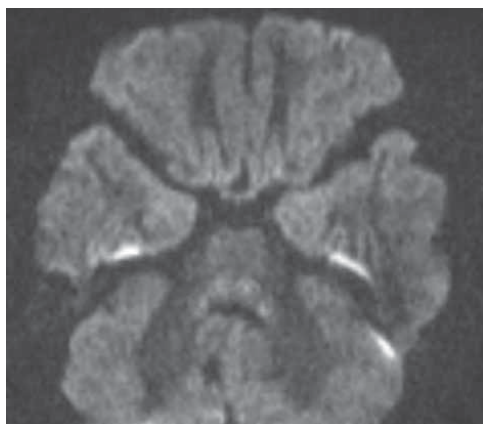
Магнитно-резонансная томография головы пациента 5 лет, аксиальная проекция, DWI-режим. Отсутствие нарушения диффузии (тот же пациент)
